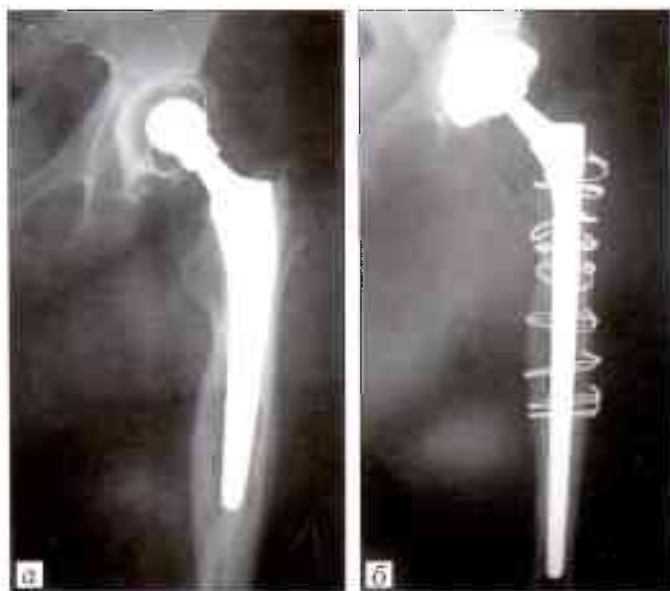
Рентгенограммы пациентки 74 лет.
